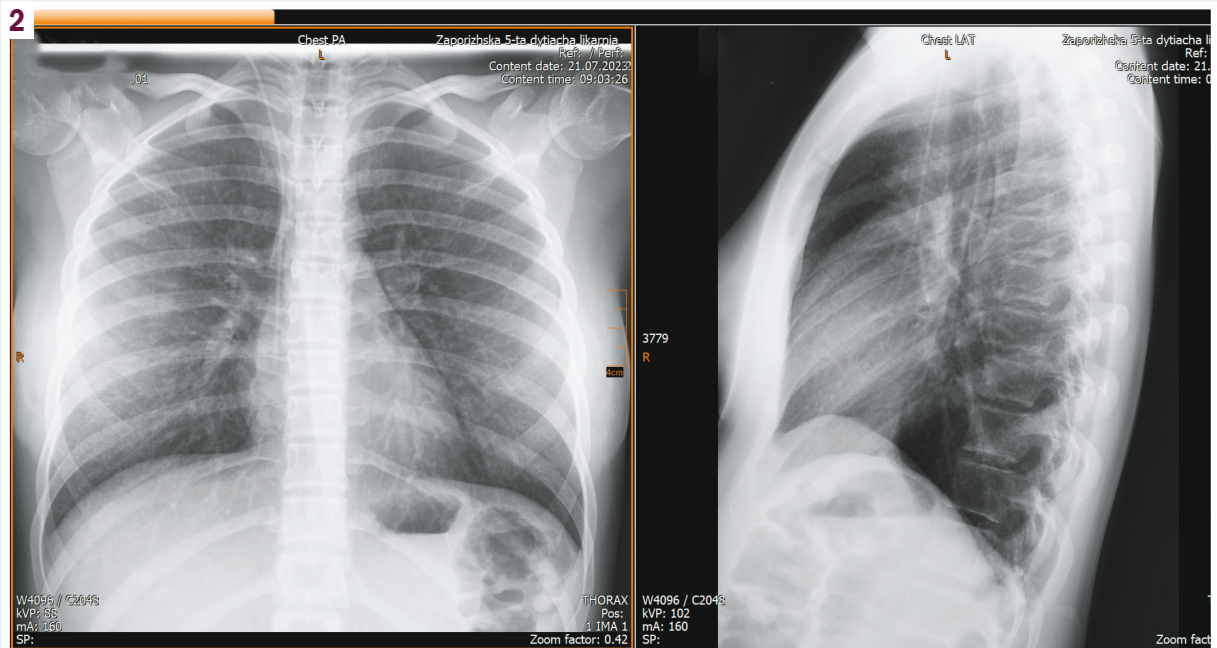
Рентгенограма грудної клітки в динаміці (через 7 діб).
